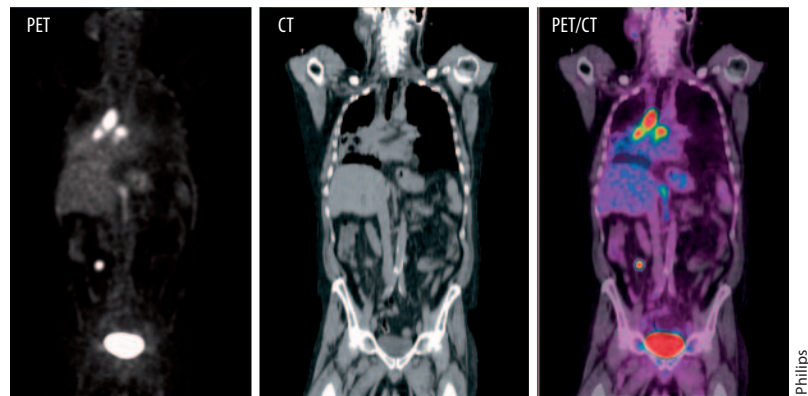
Die PET-Aufnahme (links) eines Patienten mit Lungenkrebs zeigt eine Metastase im Bauchraum. Die Überlagerung des PET-Bildes mit dem CT-Bild (Mitte) erlaubt es, die Tumore genau zu lokalisieren (rechts). Da sich ausgeschiedener Tracer in der Blase sammelt, erscheint diese als heller Fleck im PET-Bild.
